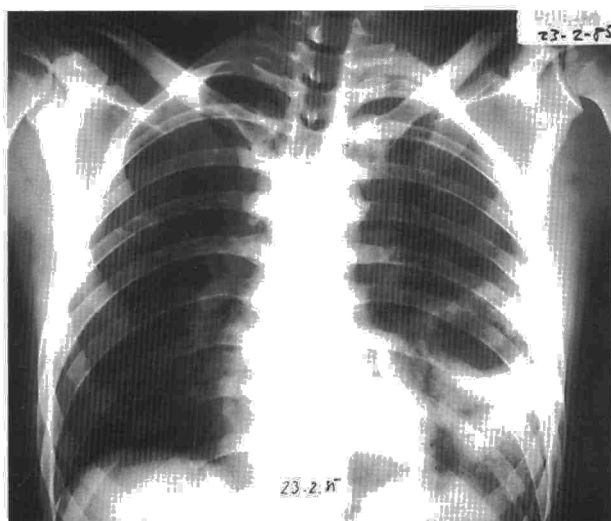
Radiografía de tórax en la que se aprecia una cavidad aérea ocupada parcialmente por líquido.
